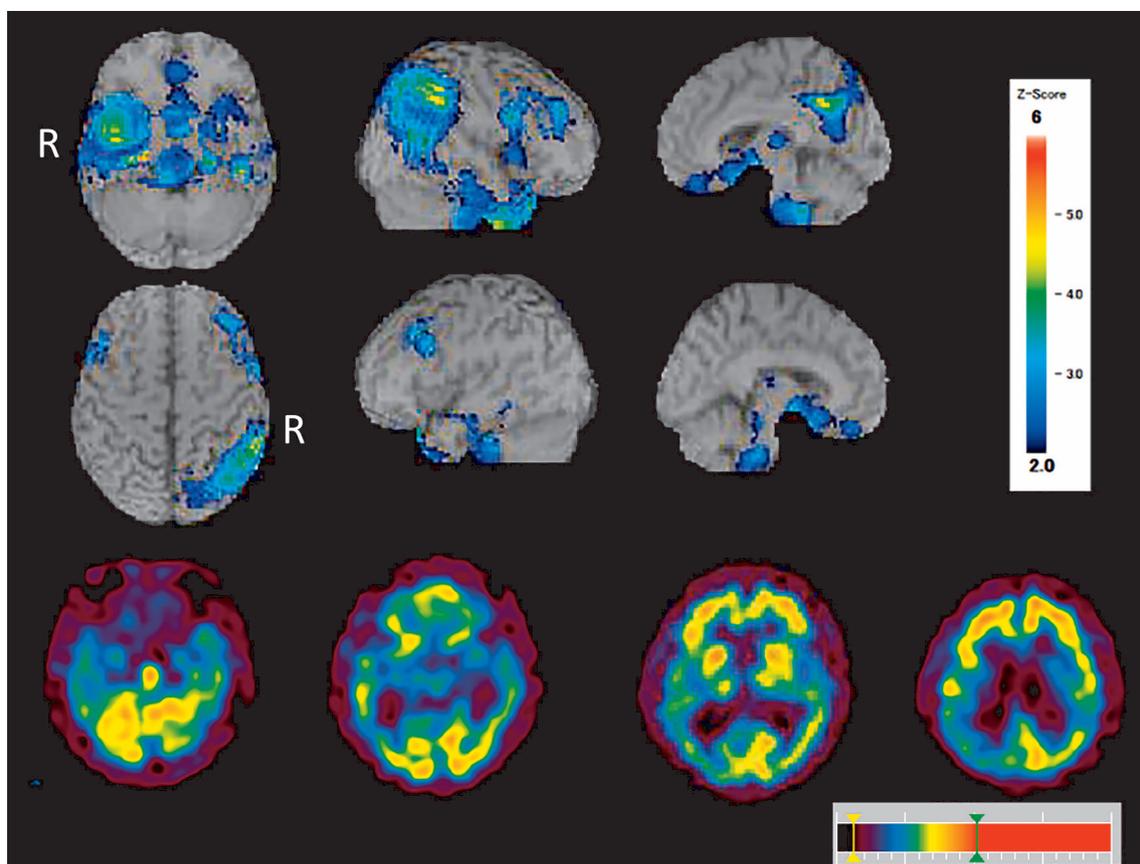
^{99m}Tc -ECD SPECT images of the head (upper and middle row: e-ZIS images, lower row: axial images).
